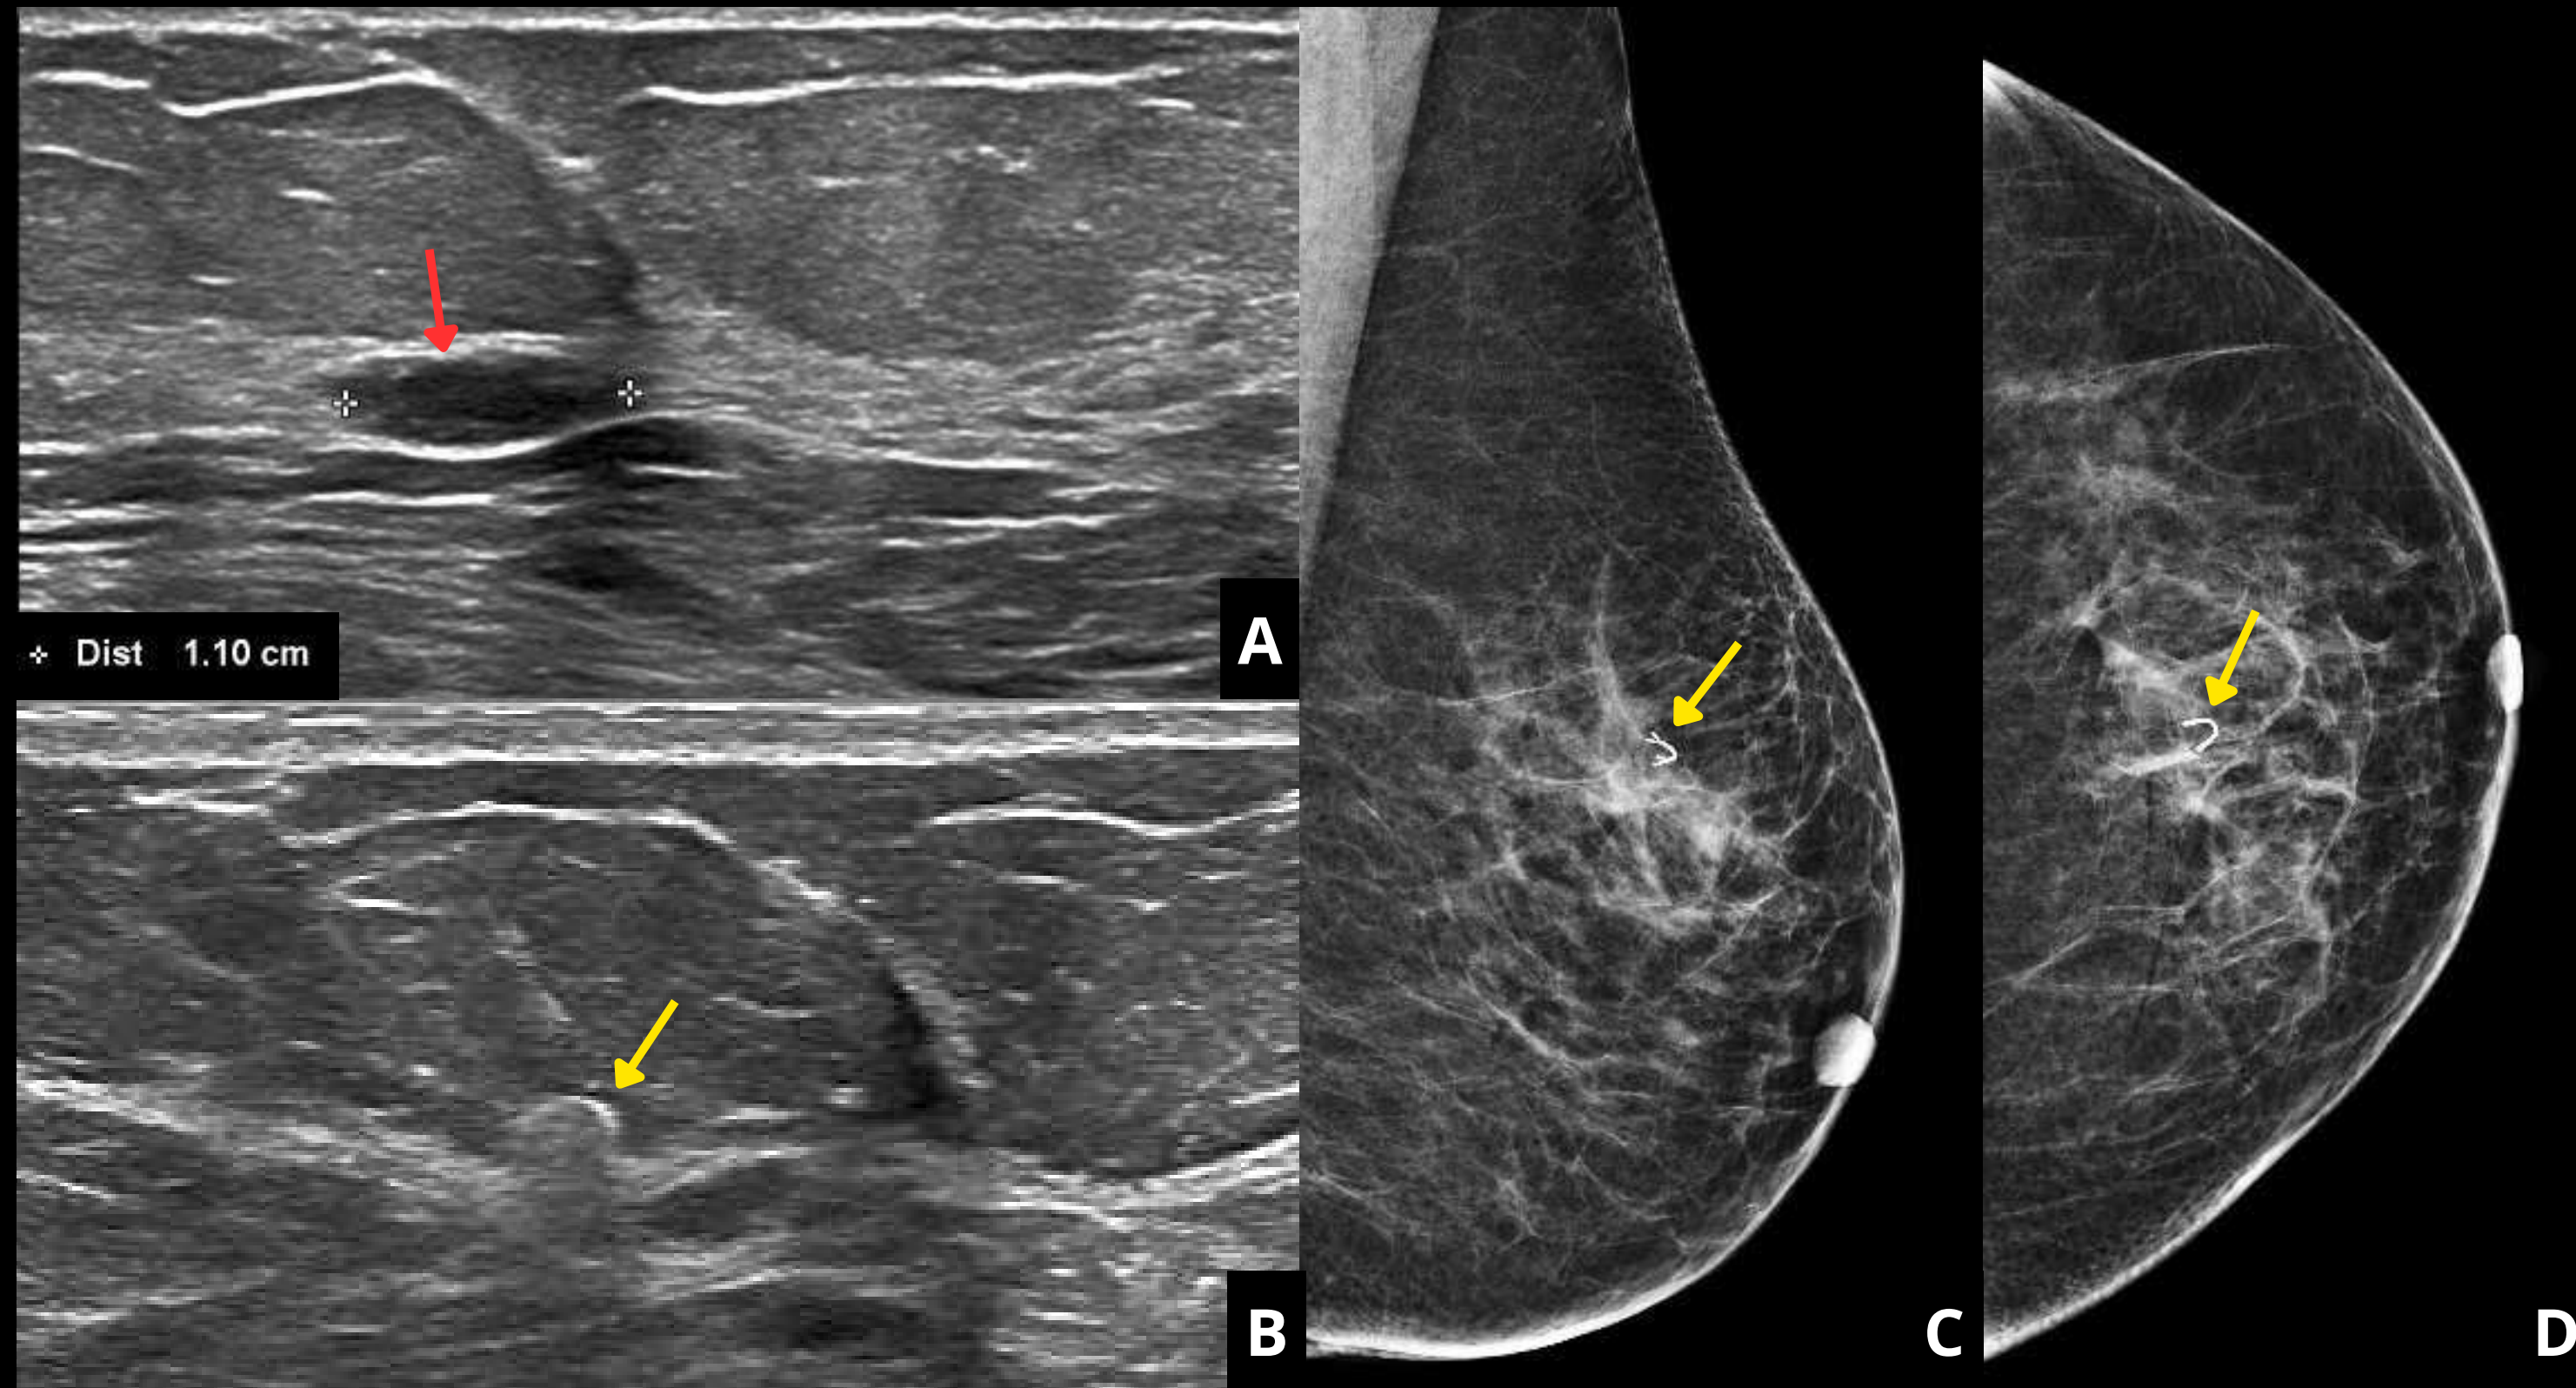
Ecografía de la misma paciente, en la que se identifica ese nódulo (flecha roja), se biopsia y se deja un marcador (flecha amarilla), visible en la mamografía posteriormente realizada.
